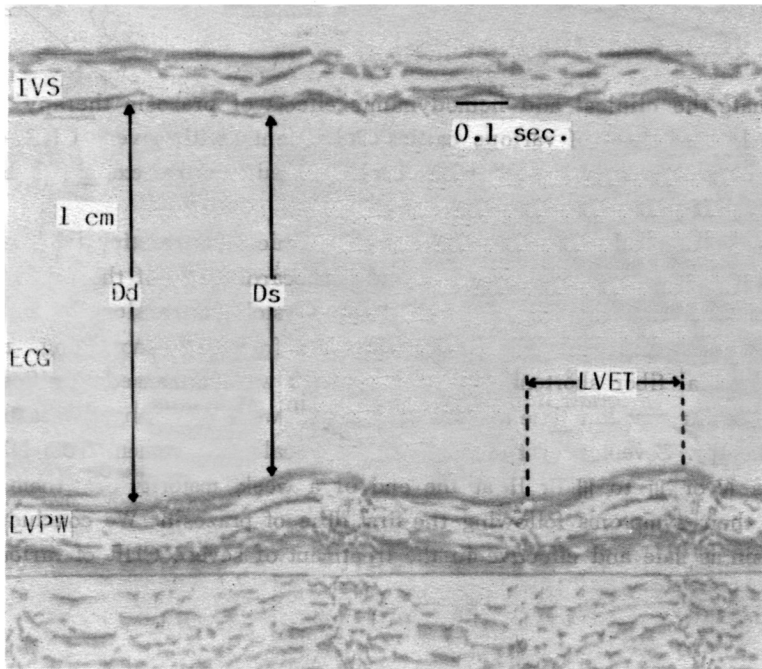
The left ventricular echocardiogram in a patient with severe heart failure.
